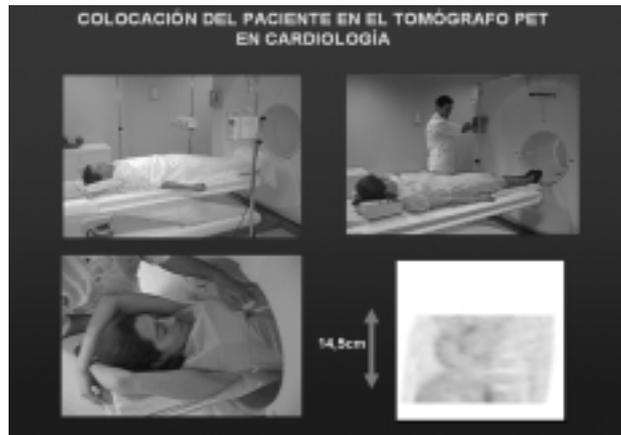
Colocación del paciente en el PET. Gentileza Sr. López y Sr. Pérez
